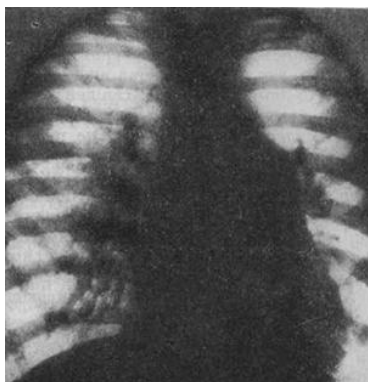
Рентгенограма грудної клітки хворого з відкритою артеріальною протокою і великим артеріовенозним скиданням крові (передньозадня проекція)
